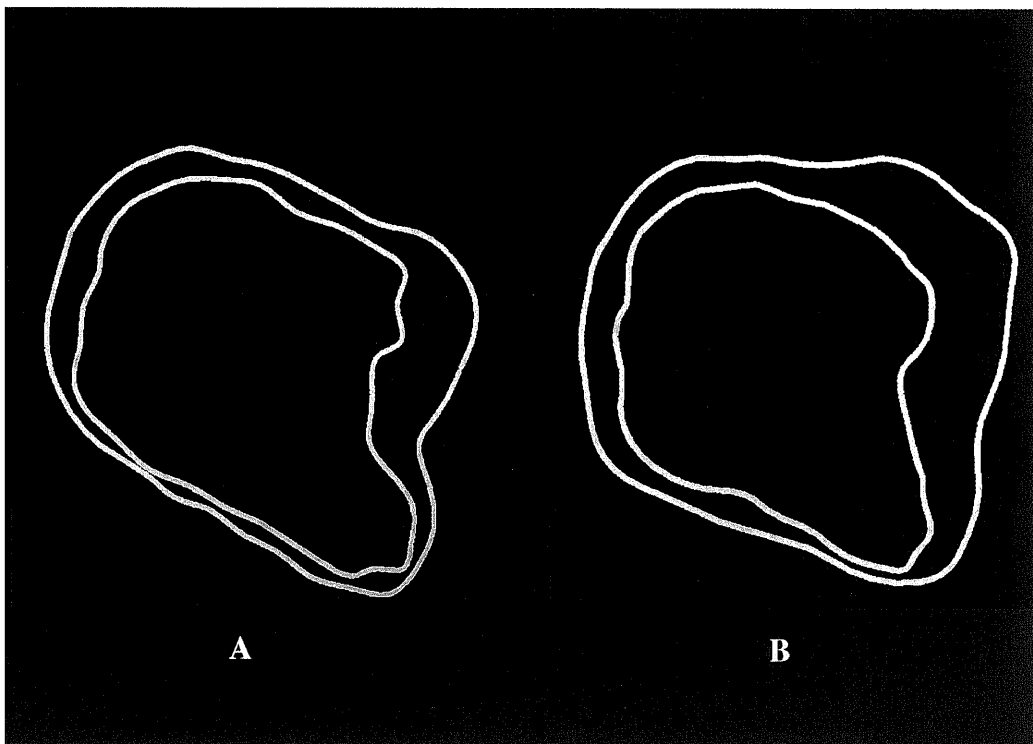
Difference of the shape between CT section (A) and corrected section (B) corresponding to the apex of the lesser trochanter.
